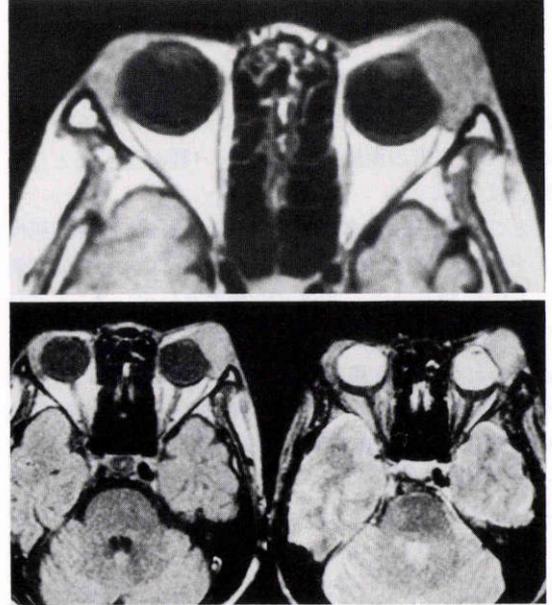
MRI. 左眼窩腫瘍は、T1強調像(上)で、脳にほぼ近いシグナル強度を示す。プロトン強調像(下左)とT2強調像(下右)でも、脳に近いシグナル強度を示す。
